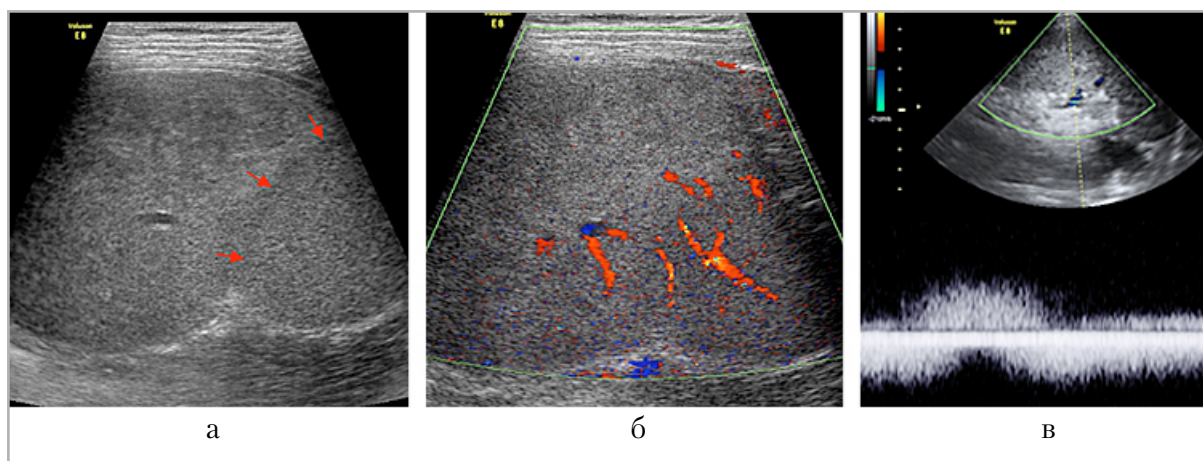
Наблюдение № 1. УЗИ через 4 сут с момента поступления: *а* — исследование в В-режиме, фрагмент селезенки: стрелками показана демаркационная линия между сохраненным и ишемизированным сегментами; *б* — тот же скан, цветное доплеровское исследование; *в* — доплерограмма потока в стволе селезеночной вены на фоне спонтанного дыхания
